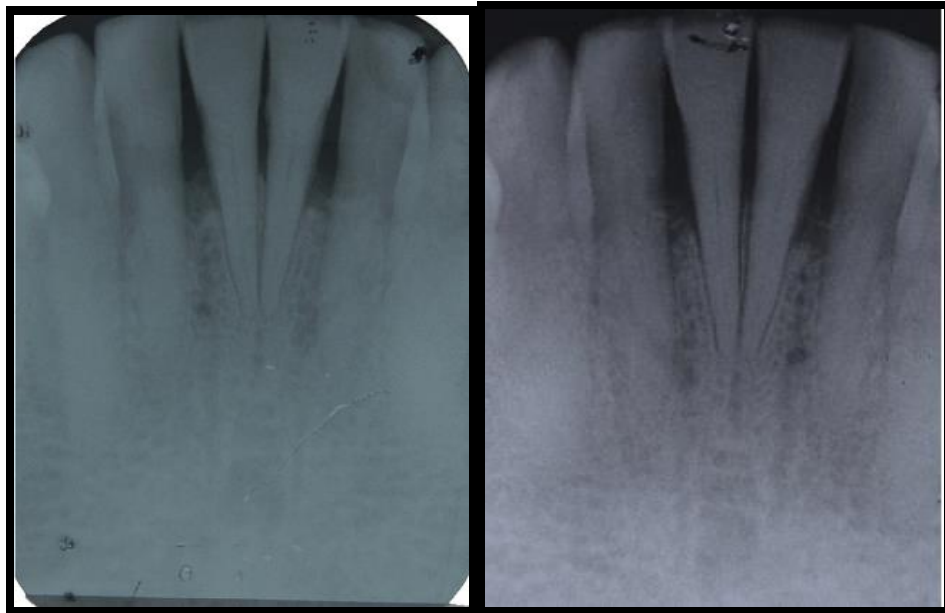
Radiografía Inicial.      Figura 16. Radiografía a 1 mes.
